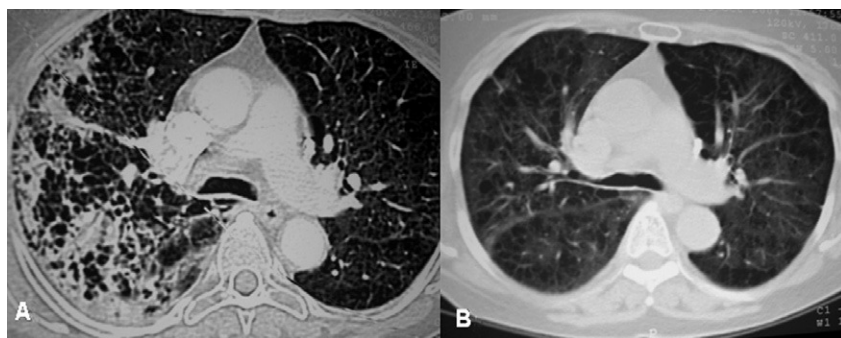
Tomografía axial computarizada de tórax (A) que muestra extenso infiltrado alveolar con zonas de necrosis y enfisema centrolobulillar en el lóbulo superior derecho. Tomografía computarizada de tórax de la paciente 45 días después del ingreso (B).
